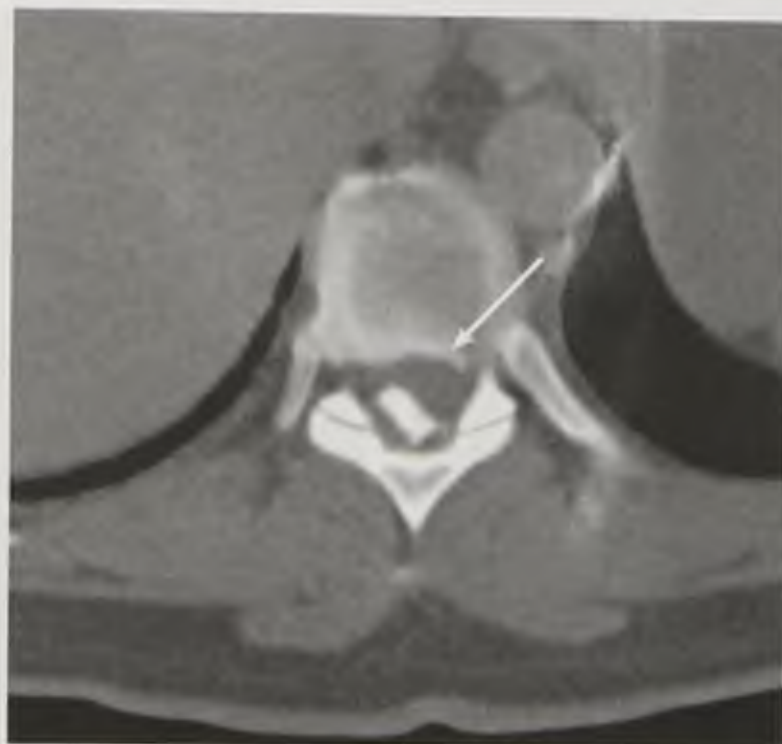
Компьютерно-томографическая миелограмма в аксиальной плоскости на уровне позвонка Th₁₁. Менингиома (стрелка). Располагается слева экстрадурально, отодвигает дуральный мешок в противоположную сторону
